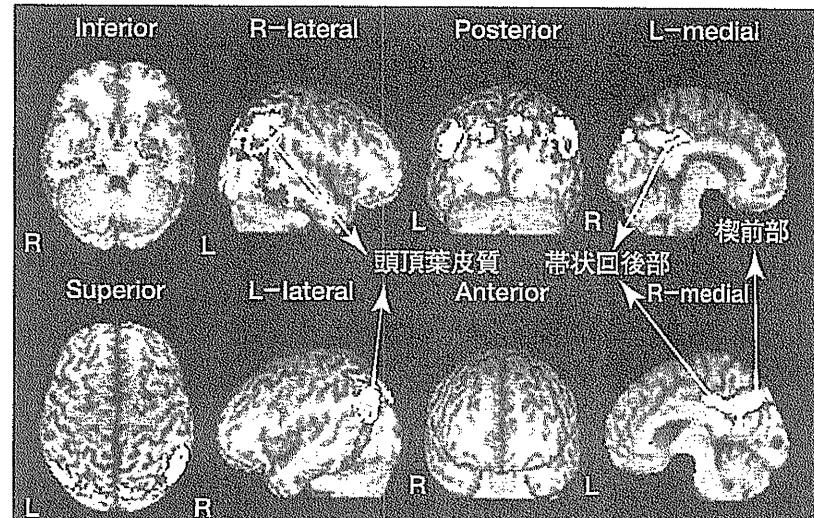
アルツハイマー病の軽度認知障害の時点での脳血流 SPECT^[1]
